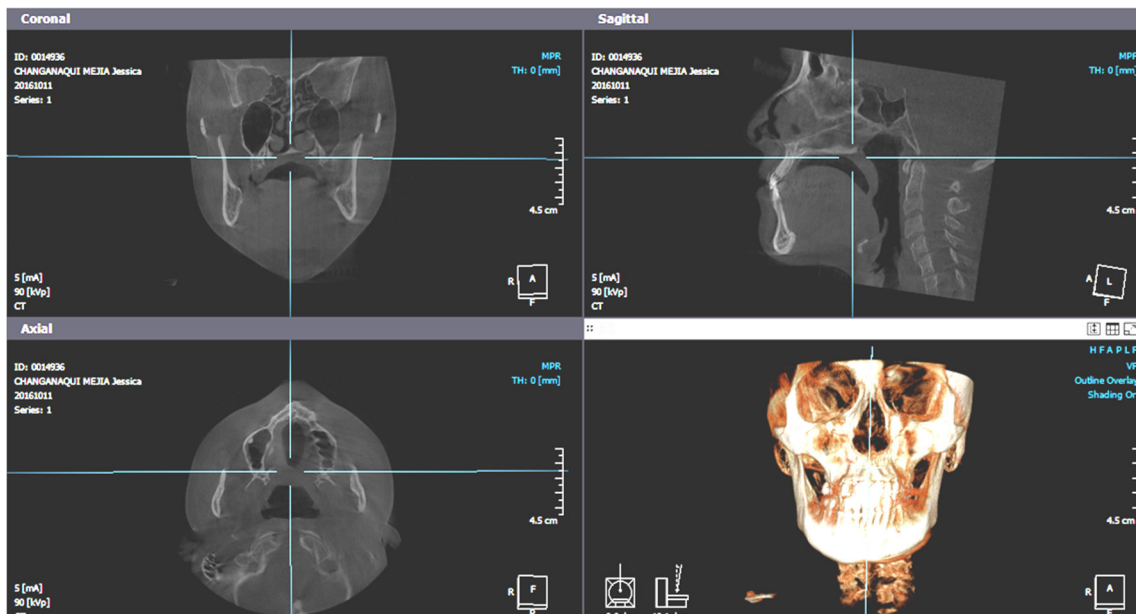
Reposicionamiento del cráneo en la CBCT.
